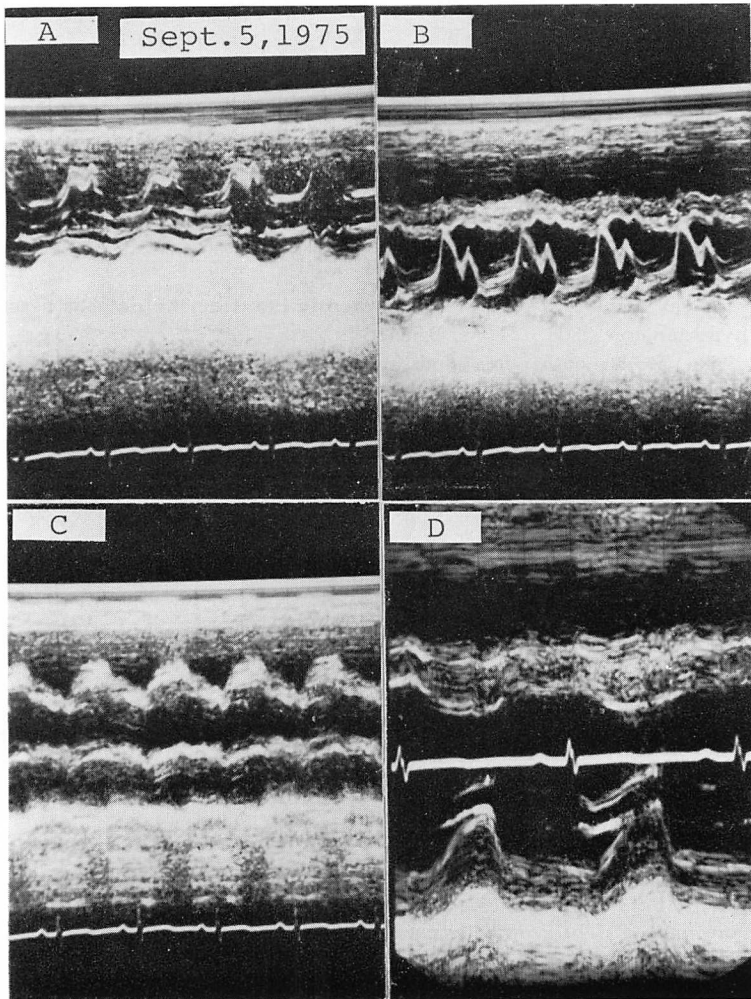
Echocardiograms of the same patient as shown in Fig. 4 and Fig. 5, recorded on admission.
